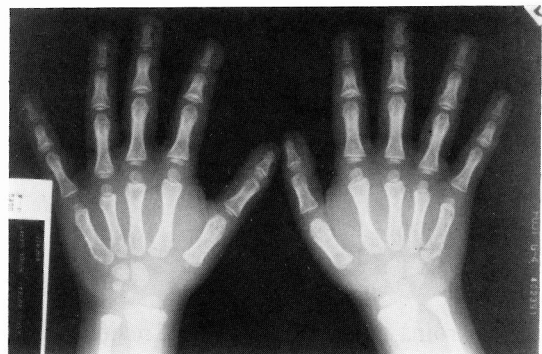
Caso 1 – Radiografias das mãos evidenciando o aspecto cuneiforme das falanges.
